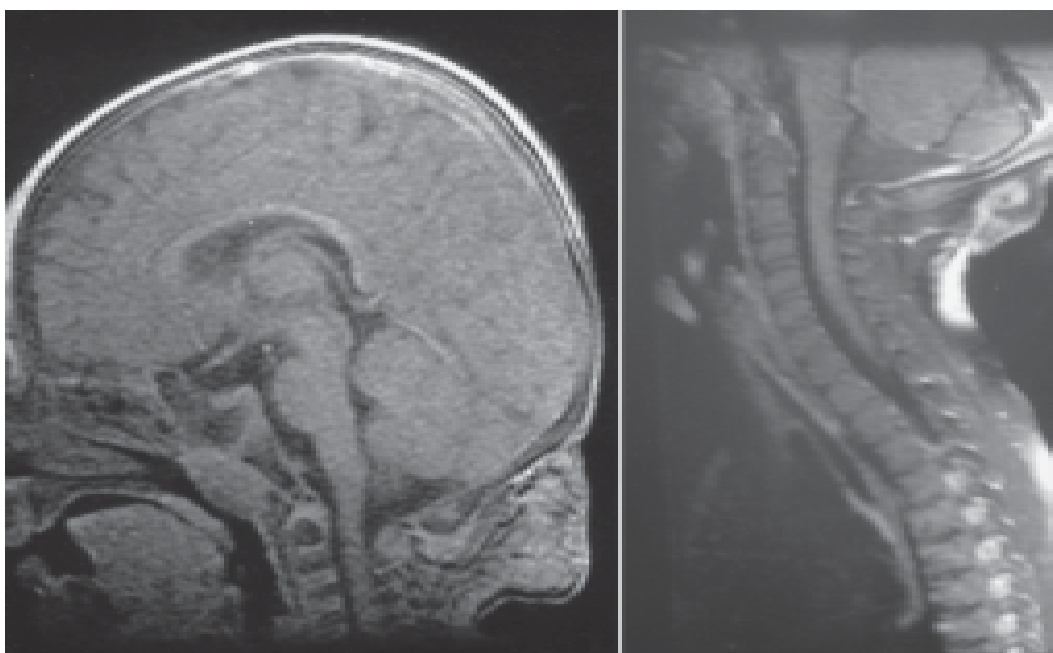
Lesão cervical encontrada após o nascimento na ressonância magnética.
